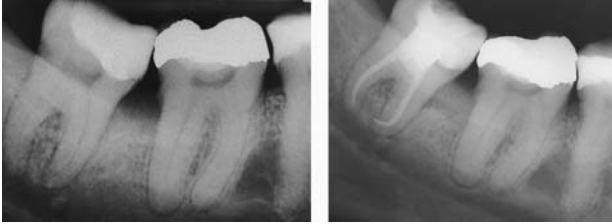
Segunda molar derecho con curvatura severa instrumentada con el sistema rotatorio Mtwo. Izquierda: radiografía preoperatoria. Derecha: radiografía postoperatoria (Dr. Javier Caviedes Bucheli).
